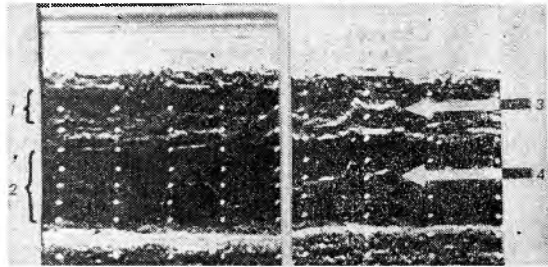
Эхокардиограмма митрального и трехстворчатого клапанов (II позиция датчика). Условные обозначения: 1 — полость правого желудочка, 2 — полость левого желудочка, 3 — трехстворчатый клапан, 4 — митральный клапан.
